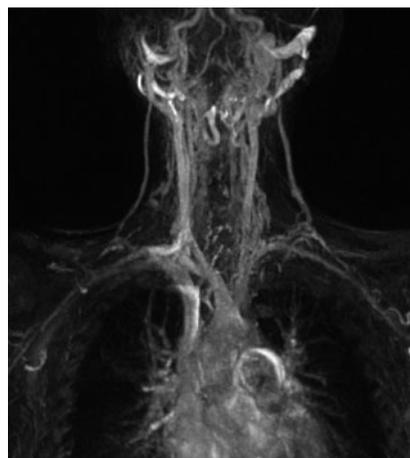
▲ Präoperative MRI-Aufnahme der Halsregion
